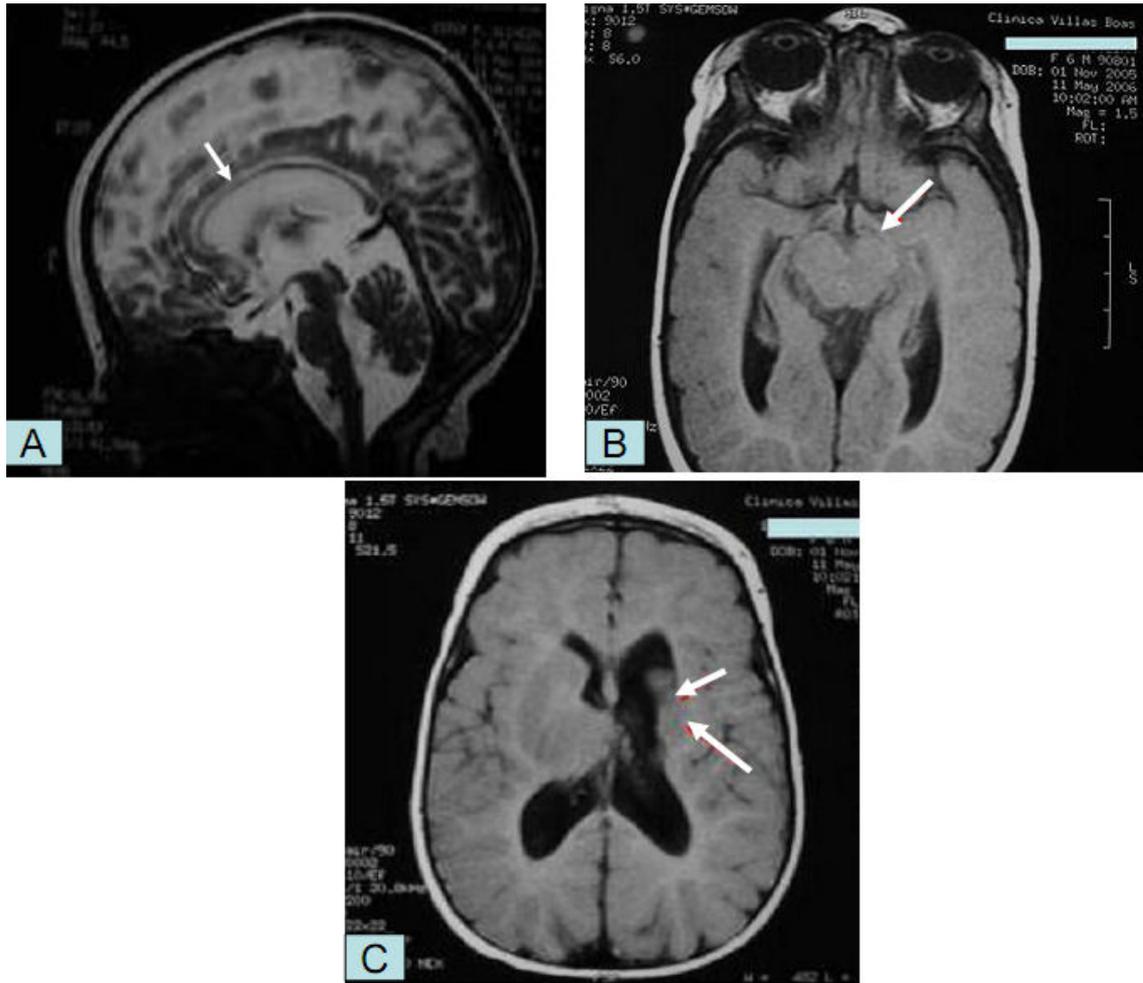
Recém-nascido da figura 5.14 aos 5 meses (47 semanas pós-concepção). Ressonância magnética mostrando redução volumétrica do hemisfério cerebral esquerdo, especialmente dos gânglios basais e da substância branca com conseqüente dilatação compensatória do ventrículo esquerdo (setas em C), afinamento do corpo caloso (seta) em (A), degeneração walleriana (seta) em (B). Em resumo: hemiatrofia cerebral esquerda, leucomalácia periventricular esquerda degeneração walleriana à esquerda, comprometimento das fibras de associação, com atrofia do corpo caloso (Margotto)*
